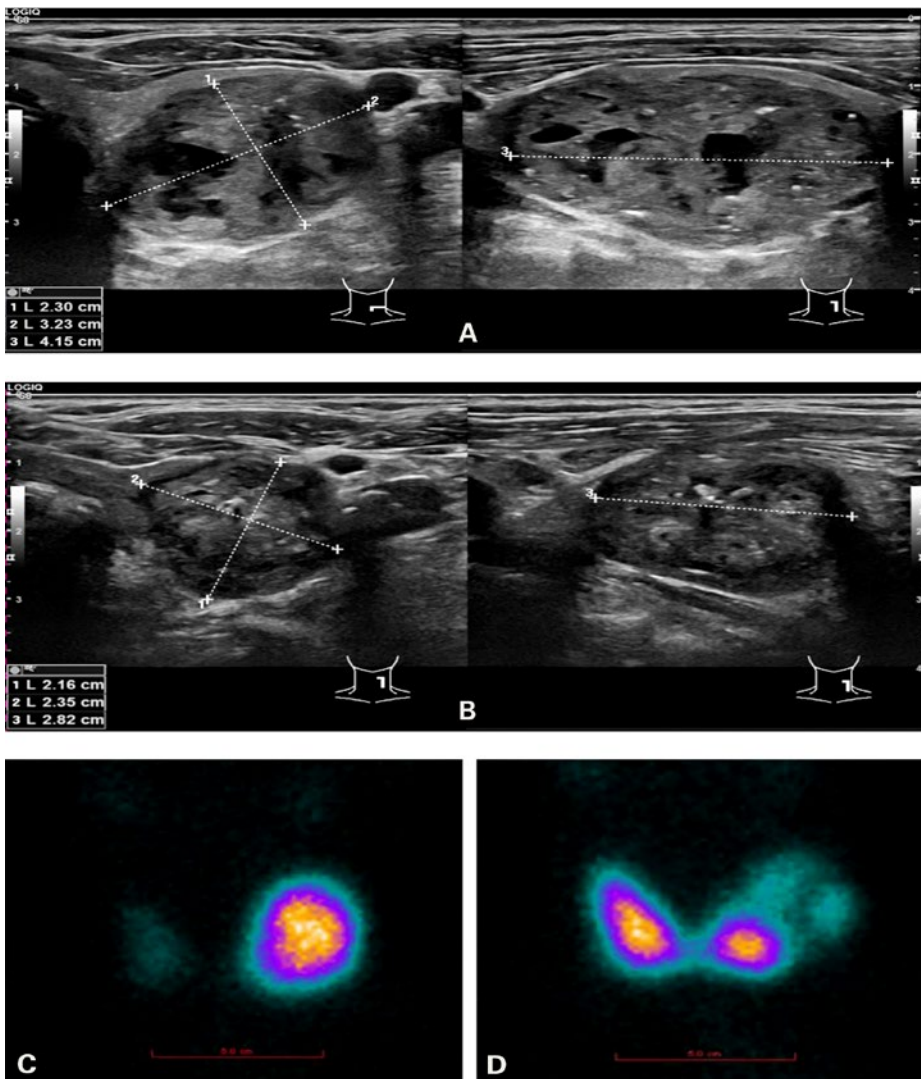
72-jähriger Patient mit Struma nodosa und fokaler Autonomie. Sonografie (A, B) und Szintigrafie (C, D). Sonografisch Struma uninodosa links vor RFA (A) und nach RFA (B). Szintigrafisch autonomes Adenom links mit kompletter Suppression des übrigen Schilddrüsenparenchyms vor RFA (C) und rückläufige Autonomie links sowie rückläufige Suppression des übrigen Schilddrüsenparenchyms nach RFA (D).
